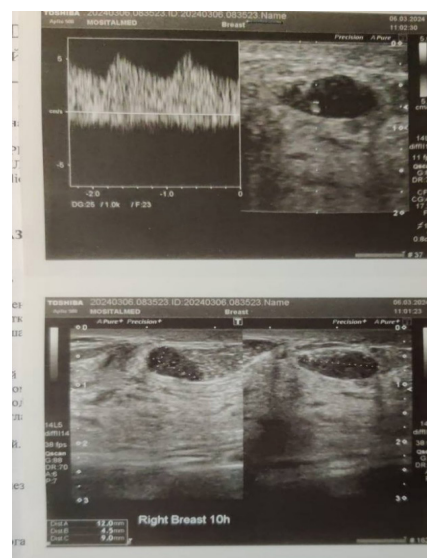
УЗИ-картина кист молочной железы
